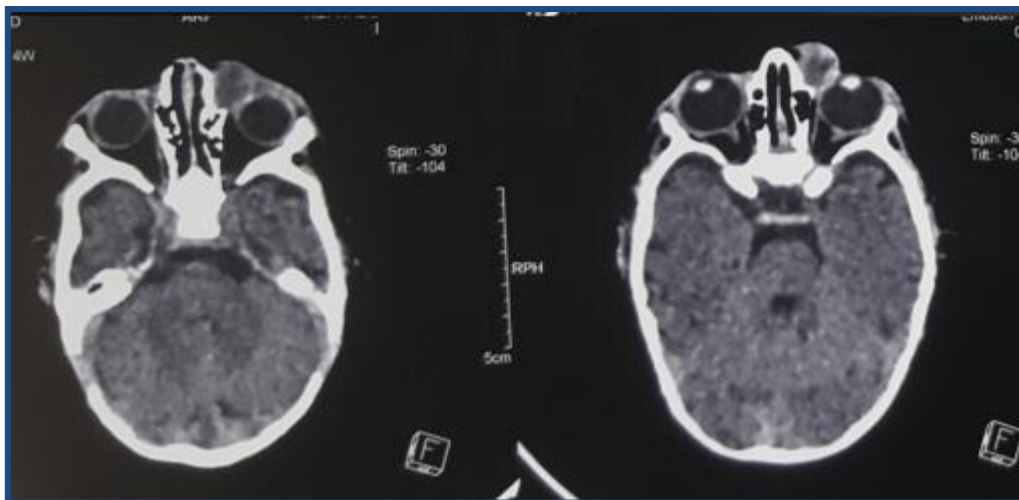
TDM en coupe axiale montrant une collection du sac lacrymal, épaissement préseptal.*
